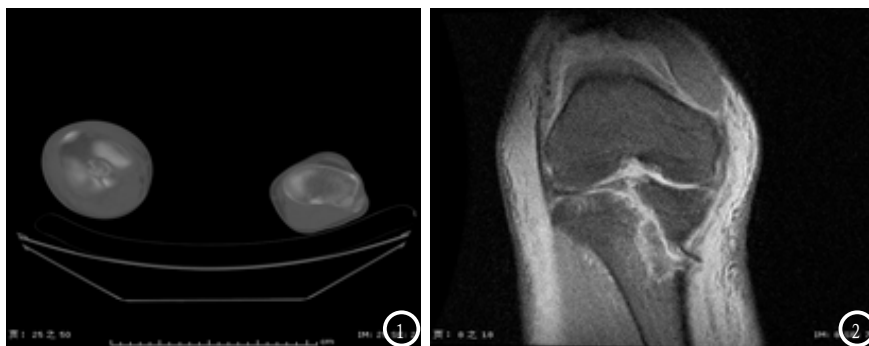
CT平扫轴位: 胫骨平台骨折。图2 PDWI冠状位: 胫骨平台骨折并骨髓水肿。
